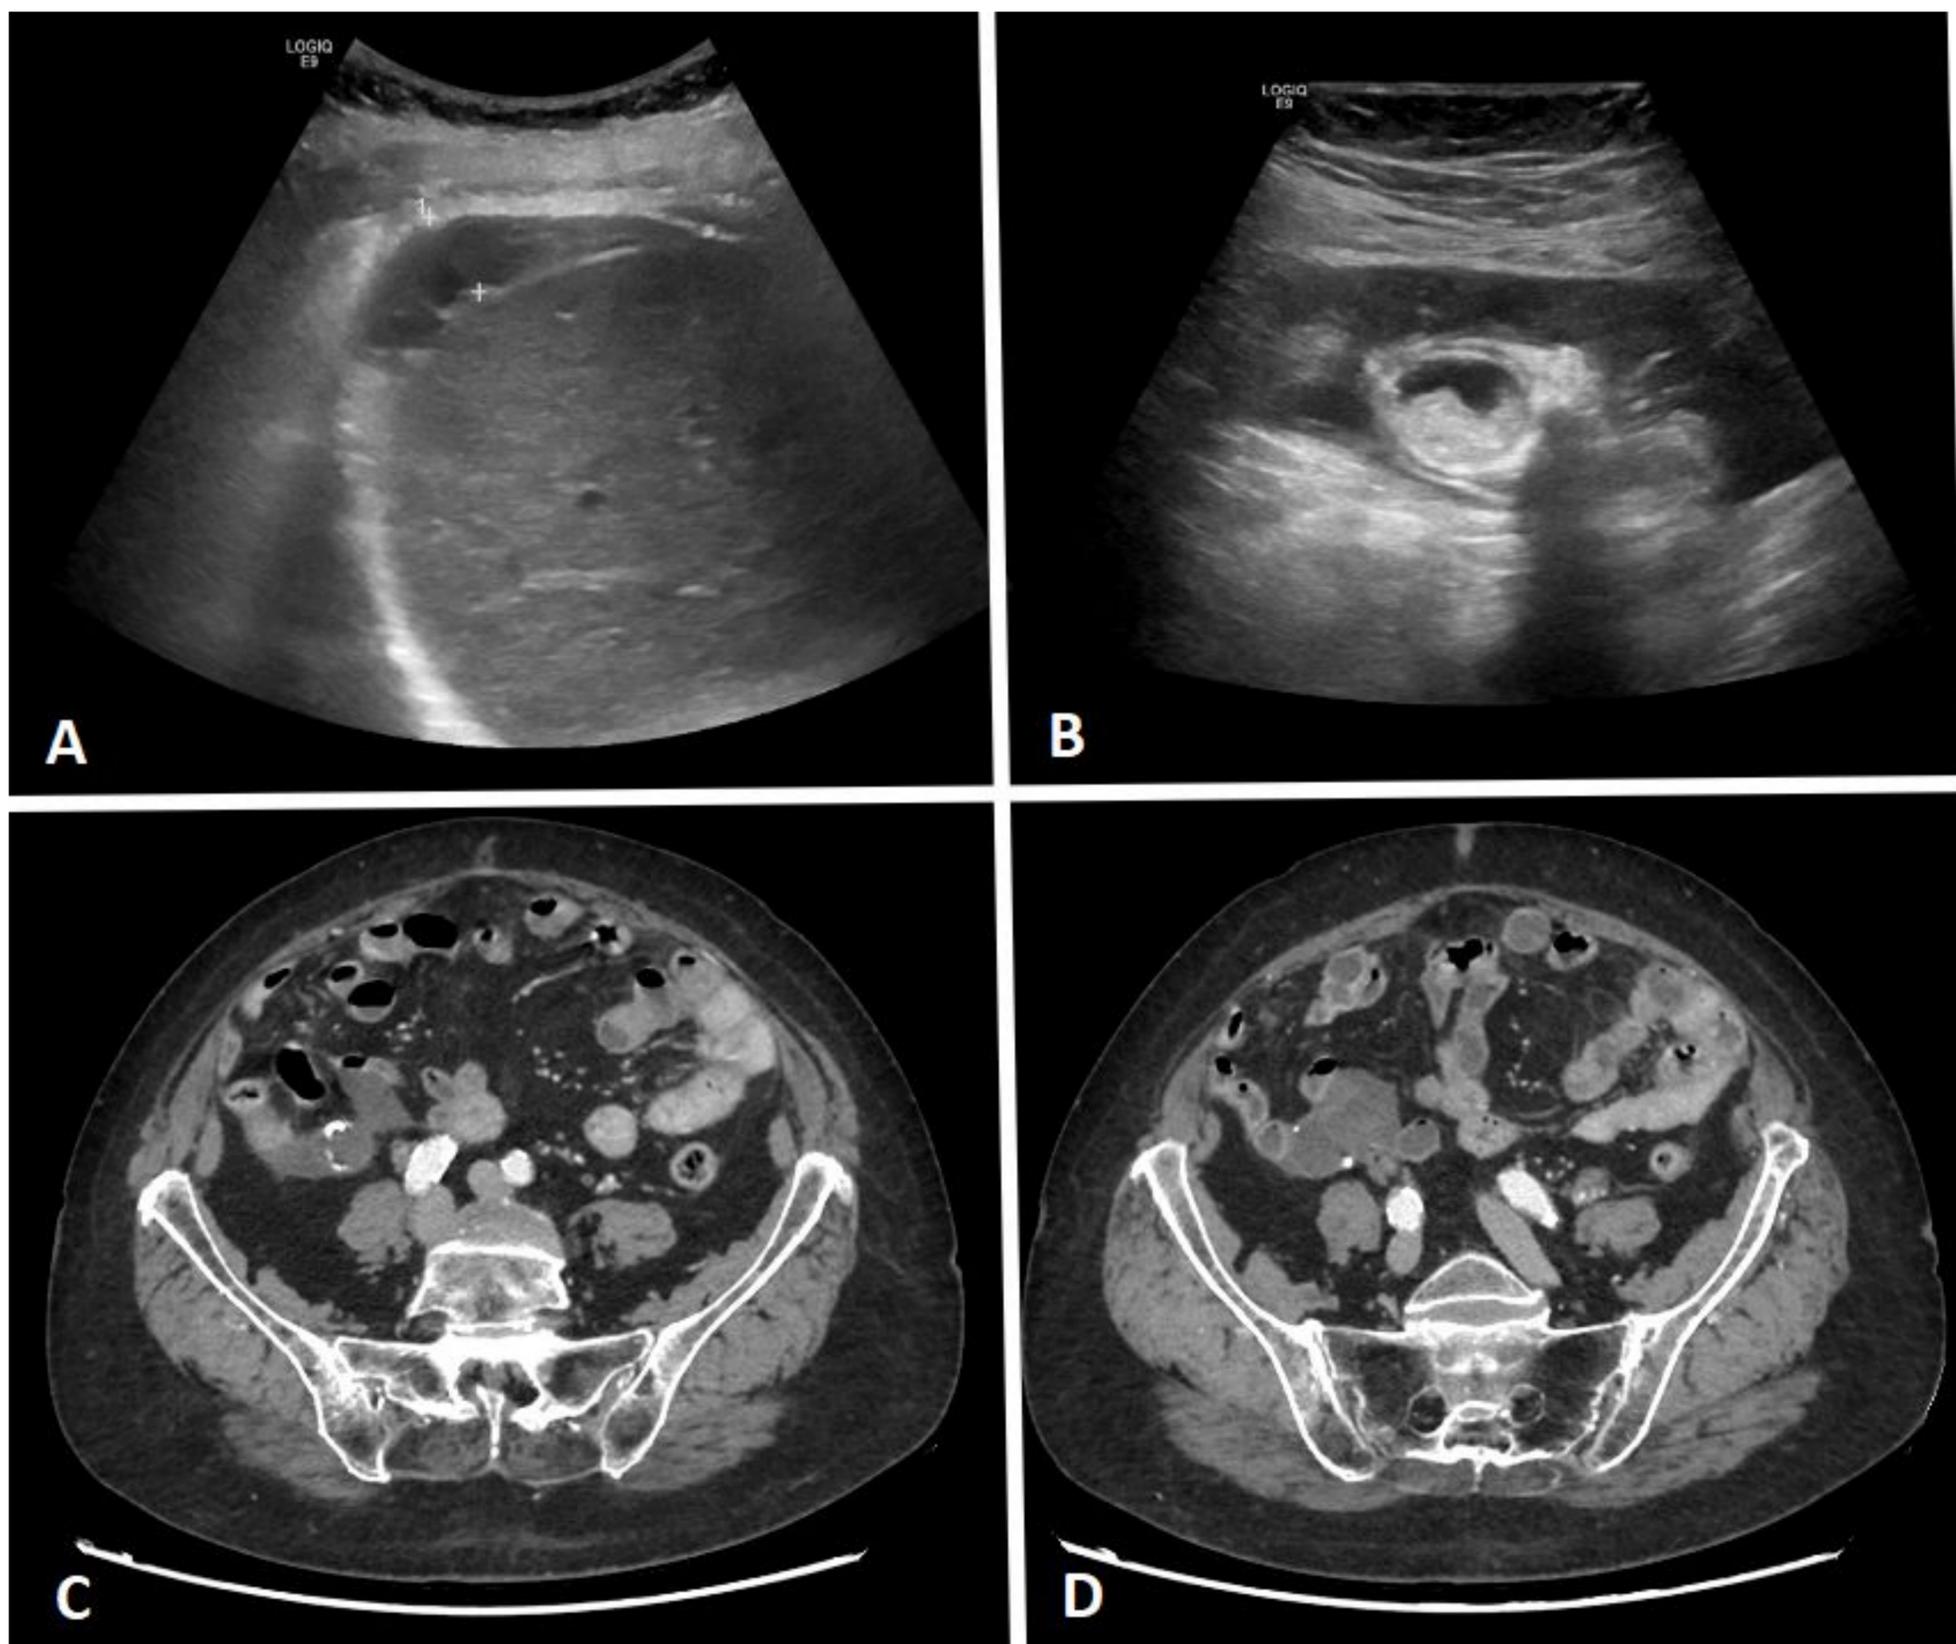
Mucocele apendicular perforado. A) Ecografía abdominal, corte axial hepático. Lesión hipoecoica lobulada subcapsular. B) Ecografía abdominal, imagen axial en FID. Apéndice aumentado de tamaño hasta 2 cm, con contenido ecogénico en relación con calcificaciones. C y D) TC abdominal, cortes axiales. Se identifica en FID apéndice cecal con calibre aumentado, abundante contenido cálcico intraapendicular, con dilataciones quísticas distales y líquido complejo regional.
